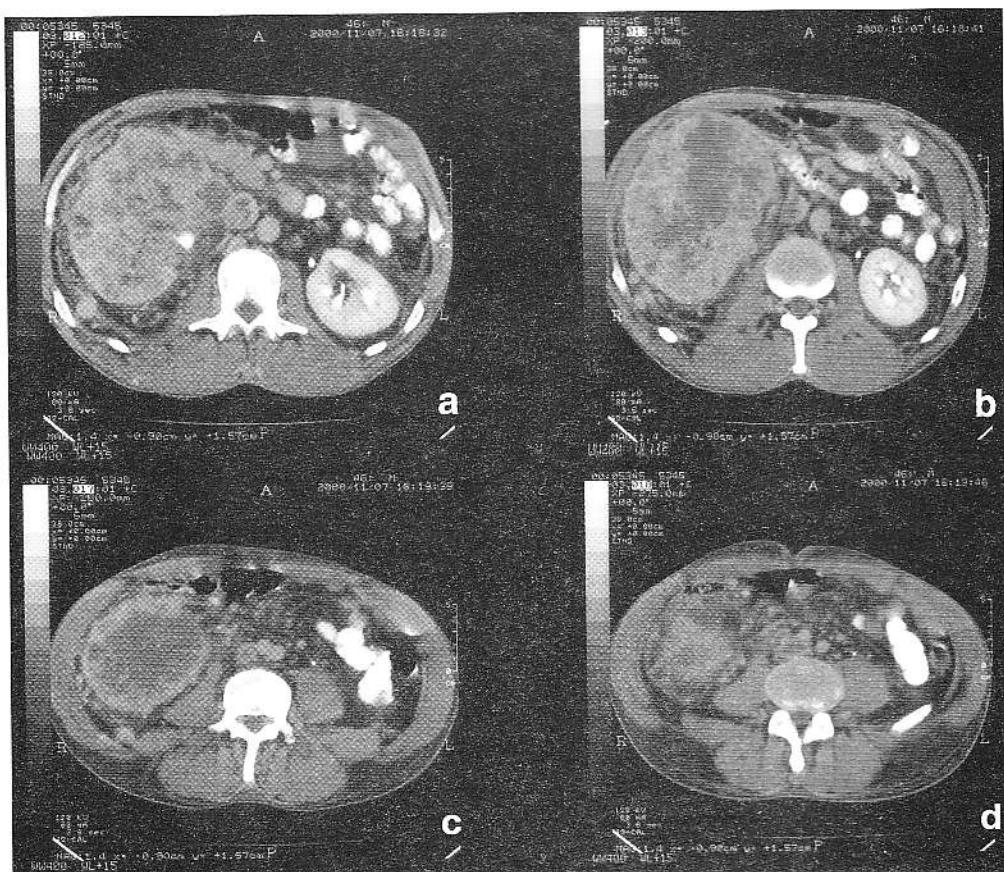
Explorare CT abdominală cu substanță de contrast. Tumoră renală gigantă extinsă perirenal. Numeroase adenopatii peritumorale.
